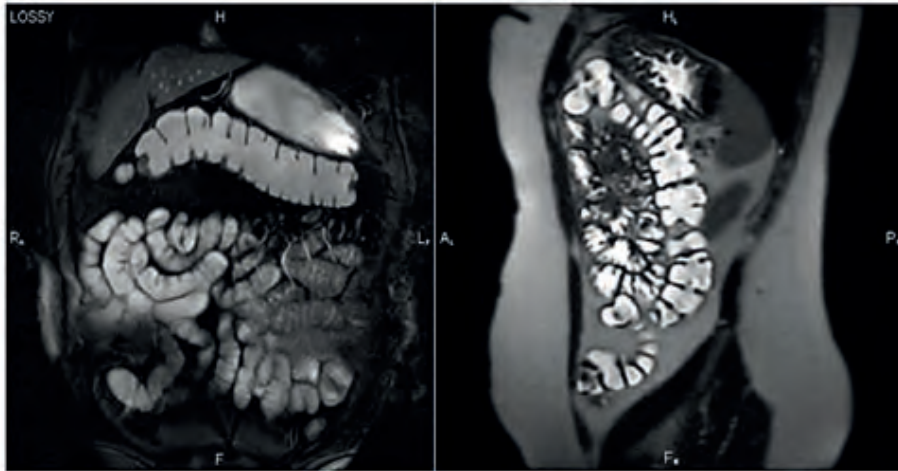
MRI of the colon and small intestine in the coronary projection in the STIR mode in the sagittal projection (mode T2 VI). Clearly visualized lumen of the intestine. Accurately determined wall thickness of the colon and small intestine
